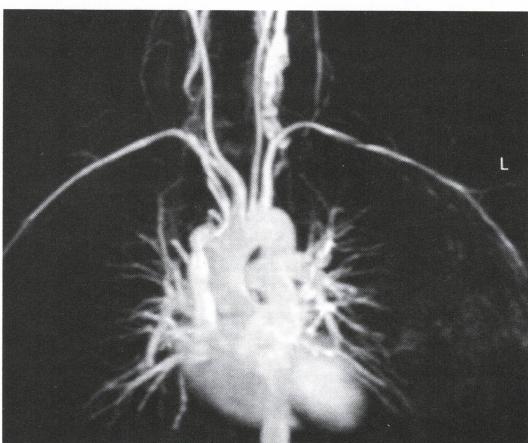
RM cardíaca normal, con reconstrucción tridimensional del corazón y de los grandes vasos.
